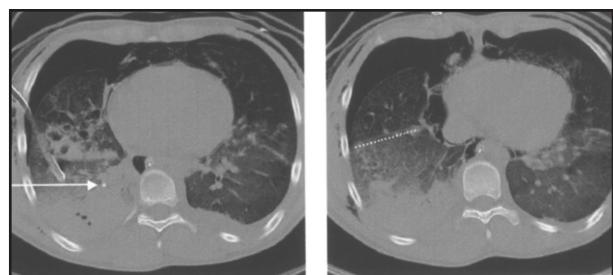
Chest-CT scan in a trauma patient (male, 17y) presenting with a bronchial rupture of the right lower lobe bronchus and a resulting bronchopleural fistula. A wire guided bronchus blocker (Arndt blocker, 9F, Cook) has been positioned by flexible fiberoptic guidance within the affected right lower lobar bronchus, proximal to the rupture. The arrow in the left CT scan depicts the tip of the blocker directly proximal to the site of rupture. The dotted line in the right CT scan assigns the borderline of ventilation of the right lower lobe; the lower part of the right lower lobe is not ventilated and atelectatic.
